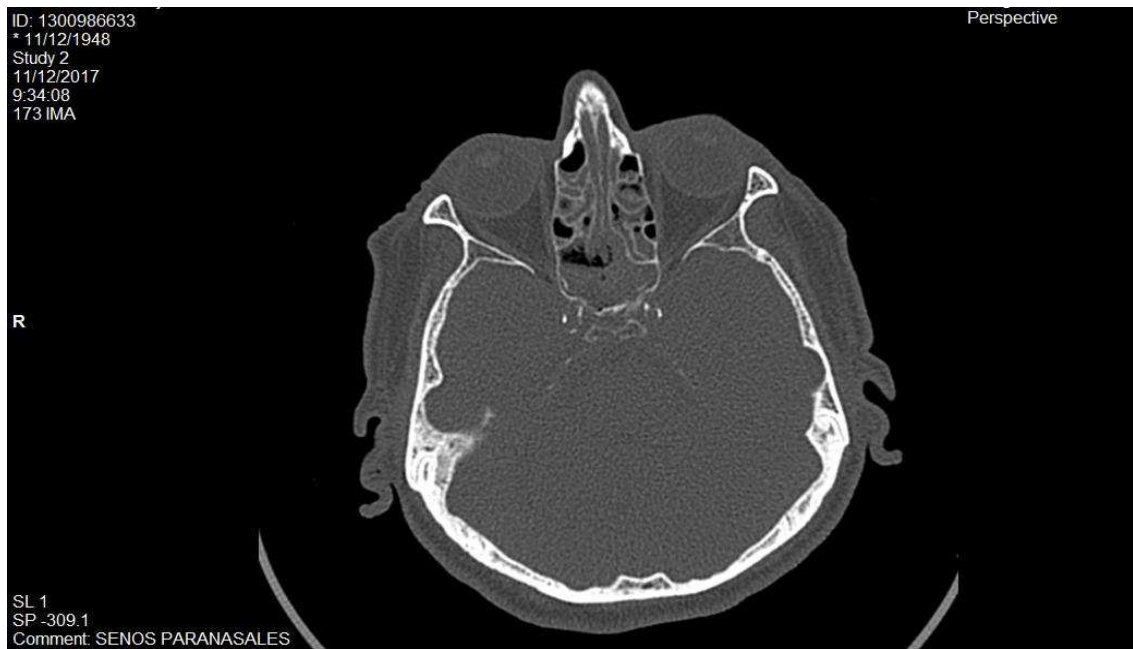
TAC SPN. Corte axial, celdas etmoidales, se observa ocupación bilateral de celdas etmoidales y del seno esfenoidal y engrosamiento mucoso en relación con sinusitis.
